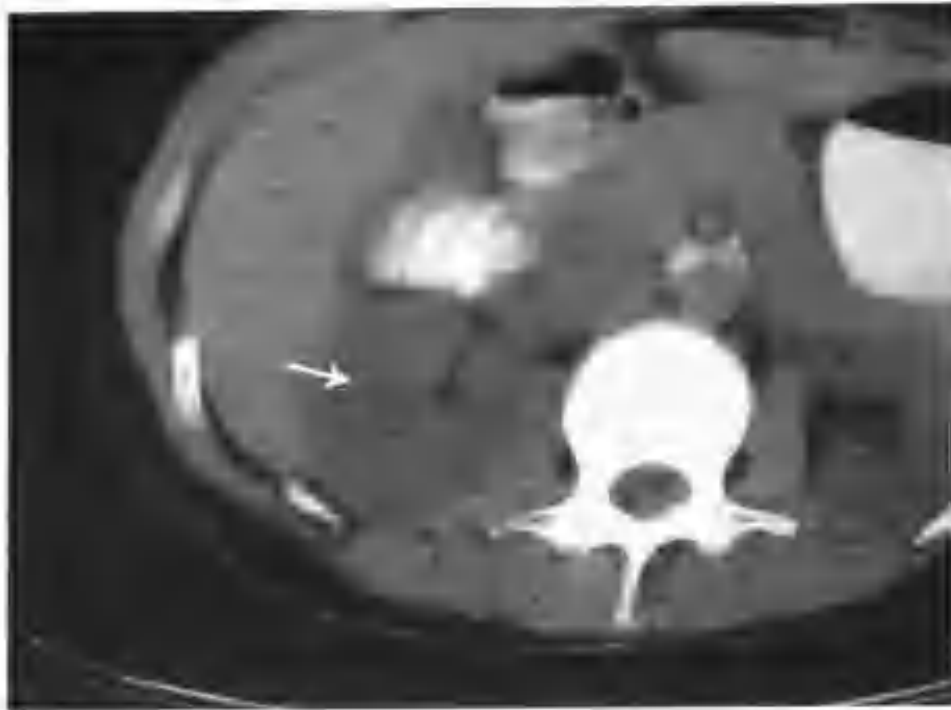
右肾局灶性肾炎 (CT 平扫示右肾局部肾实质增厚, 其内见一稍低密度区 (箭头))
